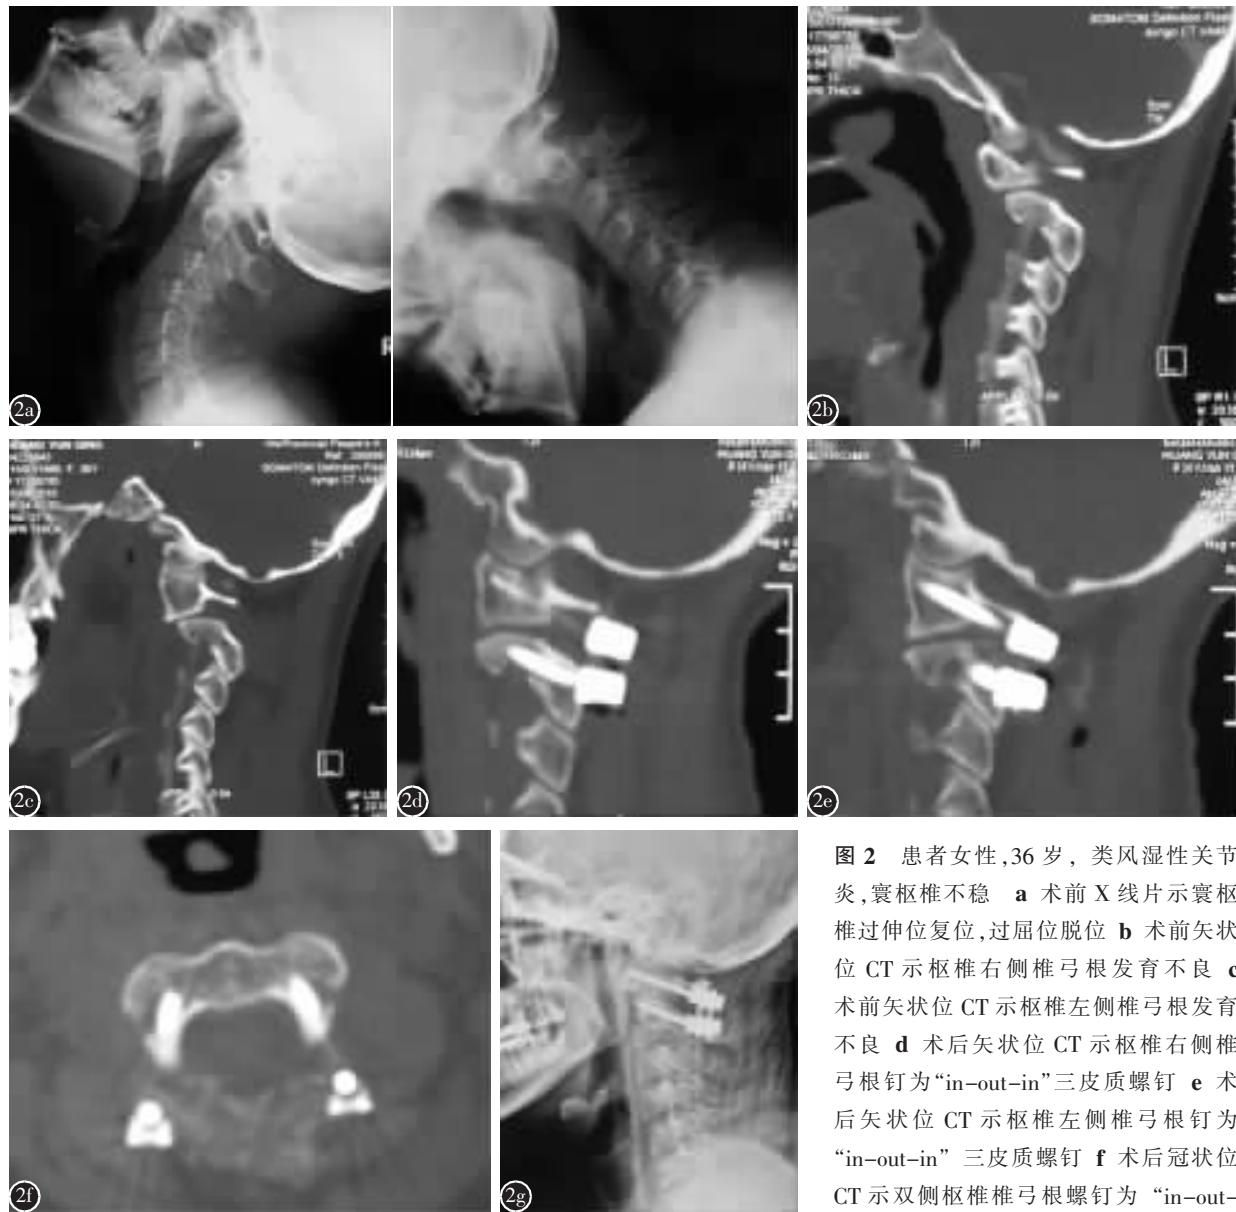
患者女性, 36岁, 类风湿性关节炎, 襄枢椎不稳 a 术前 X 线片示襄枢椎过伸位复位, 过屈位脱位 b 术前矢状位 CT 示枢椎右侧椎弓根发育不良 c 术前矢状位 CT 示枢椎左侧椎弓根发育不良 d 术后矢状位 CT 示枢椎右侧椎弓根钉为“in-out-in”三皮质螺钉 e 术后矢状位 CT 示枢椎左侧椎弓根钉为“in-out-in”三皮质螺钉 f 术后冠状位 CT 示双侧枢椎椎弓根螺钉为“in-out-in”三皮质螺钉 g 术后 6 个月 X 线示内固定位置良好, 复位无丢失
